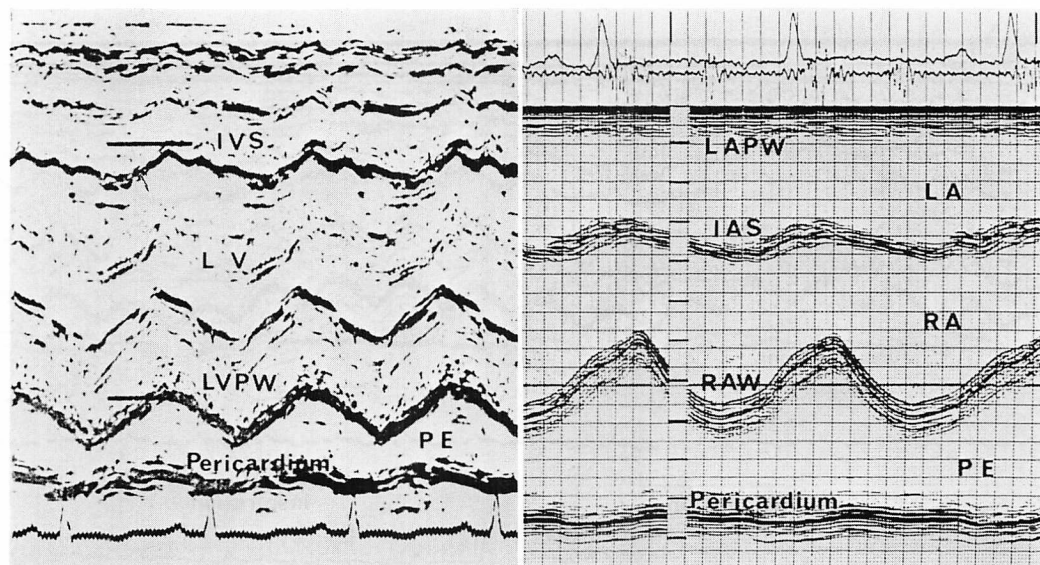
Echocardiograms of the left ventricle recorded by the conventional method (left) and of both atria by esophageal echocardiography (right) on admission.
